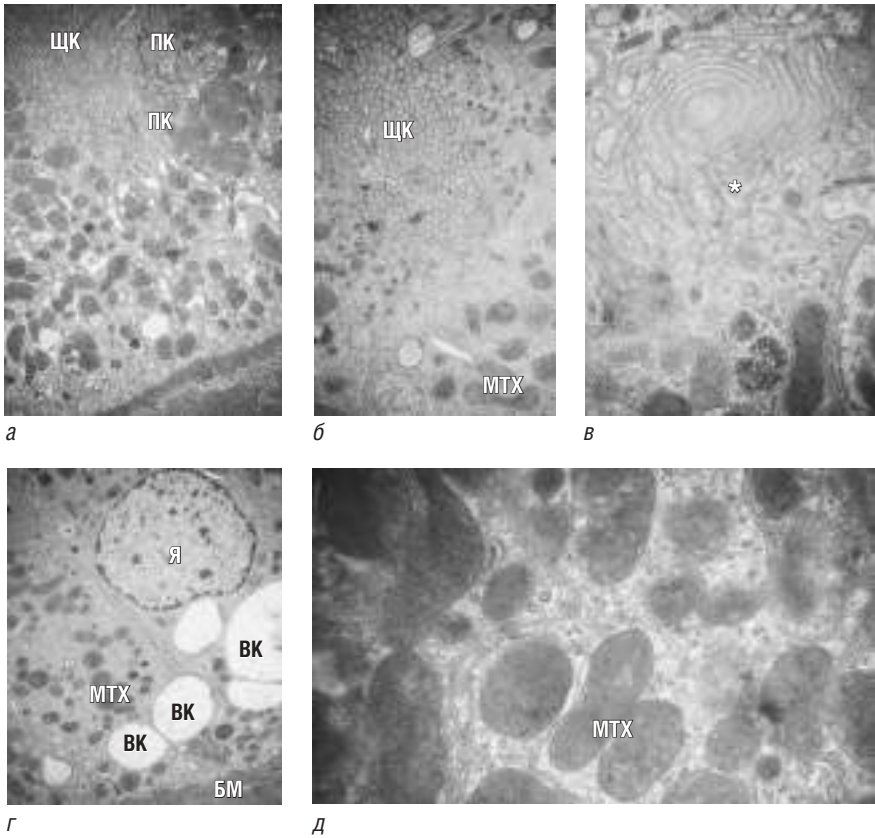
Ультратонкий срез почечной ткани после 30-минутной тепловой ишемии или 60-минутной реперфузии почки (контрастирование в спиртовом растворе ацетата уранила и водном растворе цитрата свинца): *а* — общий вид эпителия проксимального канальца ($\times 200\ 000$); *б* — набухание щеточной каймы ($\times 500\ 000$); *в* — слияние мембран микроворсинок щеточной каймы и формирование лабиринтообразной мембранной структуры (звездочка) ($\times 500\ 000$); *г* — вакуоли в цитоплазме клеток проксимального канальца ($\times 200\ 000$); *д* — митохондрии клеток проксимального канальца сохраняют нормальную структурную организацию. ЩК — щеточная кайма; БМ — базальная мембрана; МТХ — митохондрии; ВК — вакуоли; Я — ядро; ПК — плотные контакты
